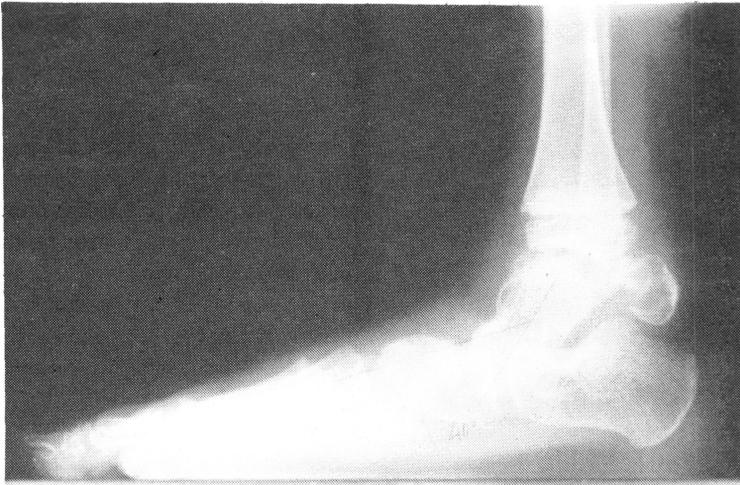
Radiografía de perfil del pie derecho donde se aprecia epífisis tibial inferior, de la cual parten las múltiples exóstosis. Verticalización del astrágalo.
